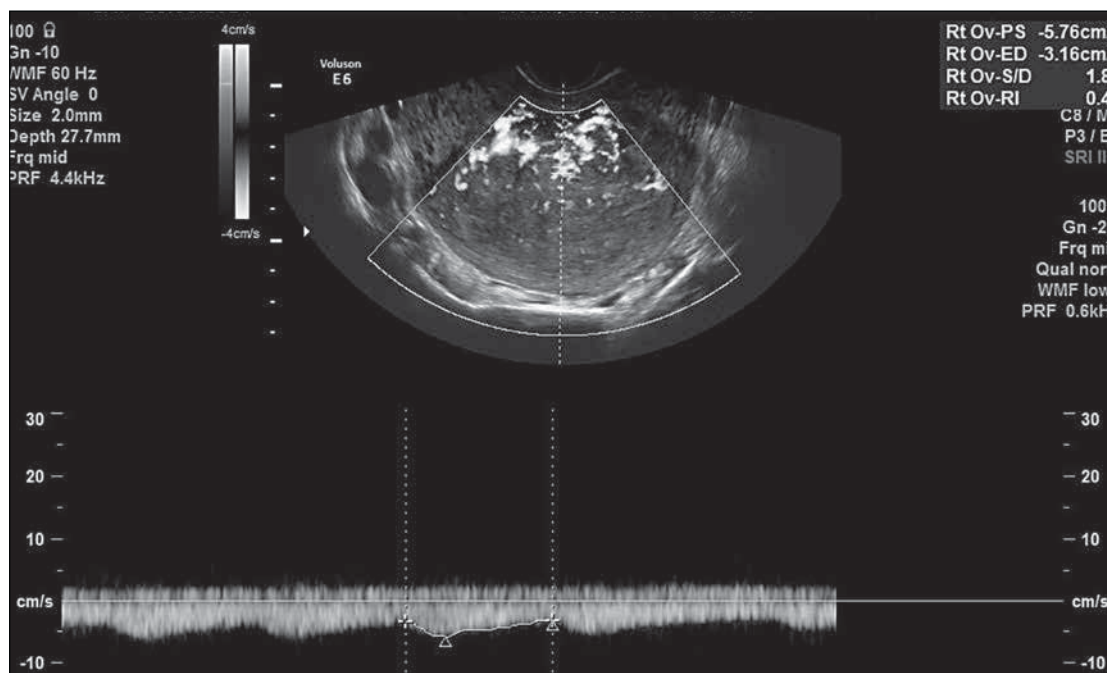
Technika HD Doppler – bogata waskularyzacja w obrębie guza, zarówno w jego części centralnej, jak i obwodowej (8 pkt. w skali naczyniowej).
